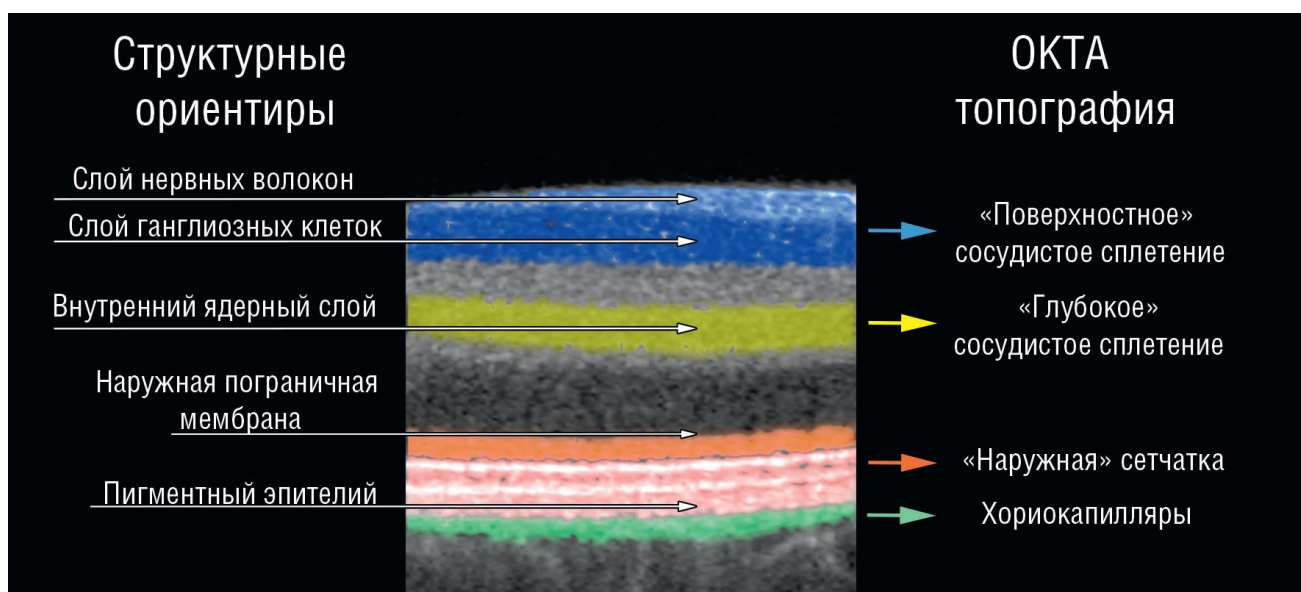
Уровни визуализации сосудов сетчатки на томографе при автоматической сегментации (Азнабаев Б.М., 2015)
